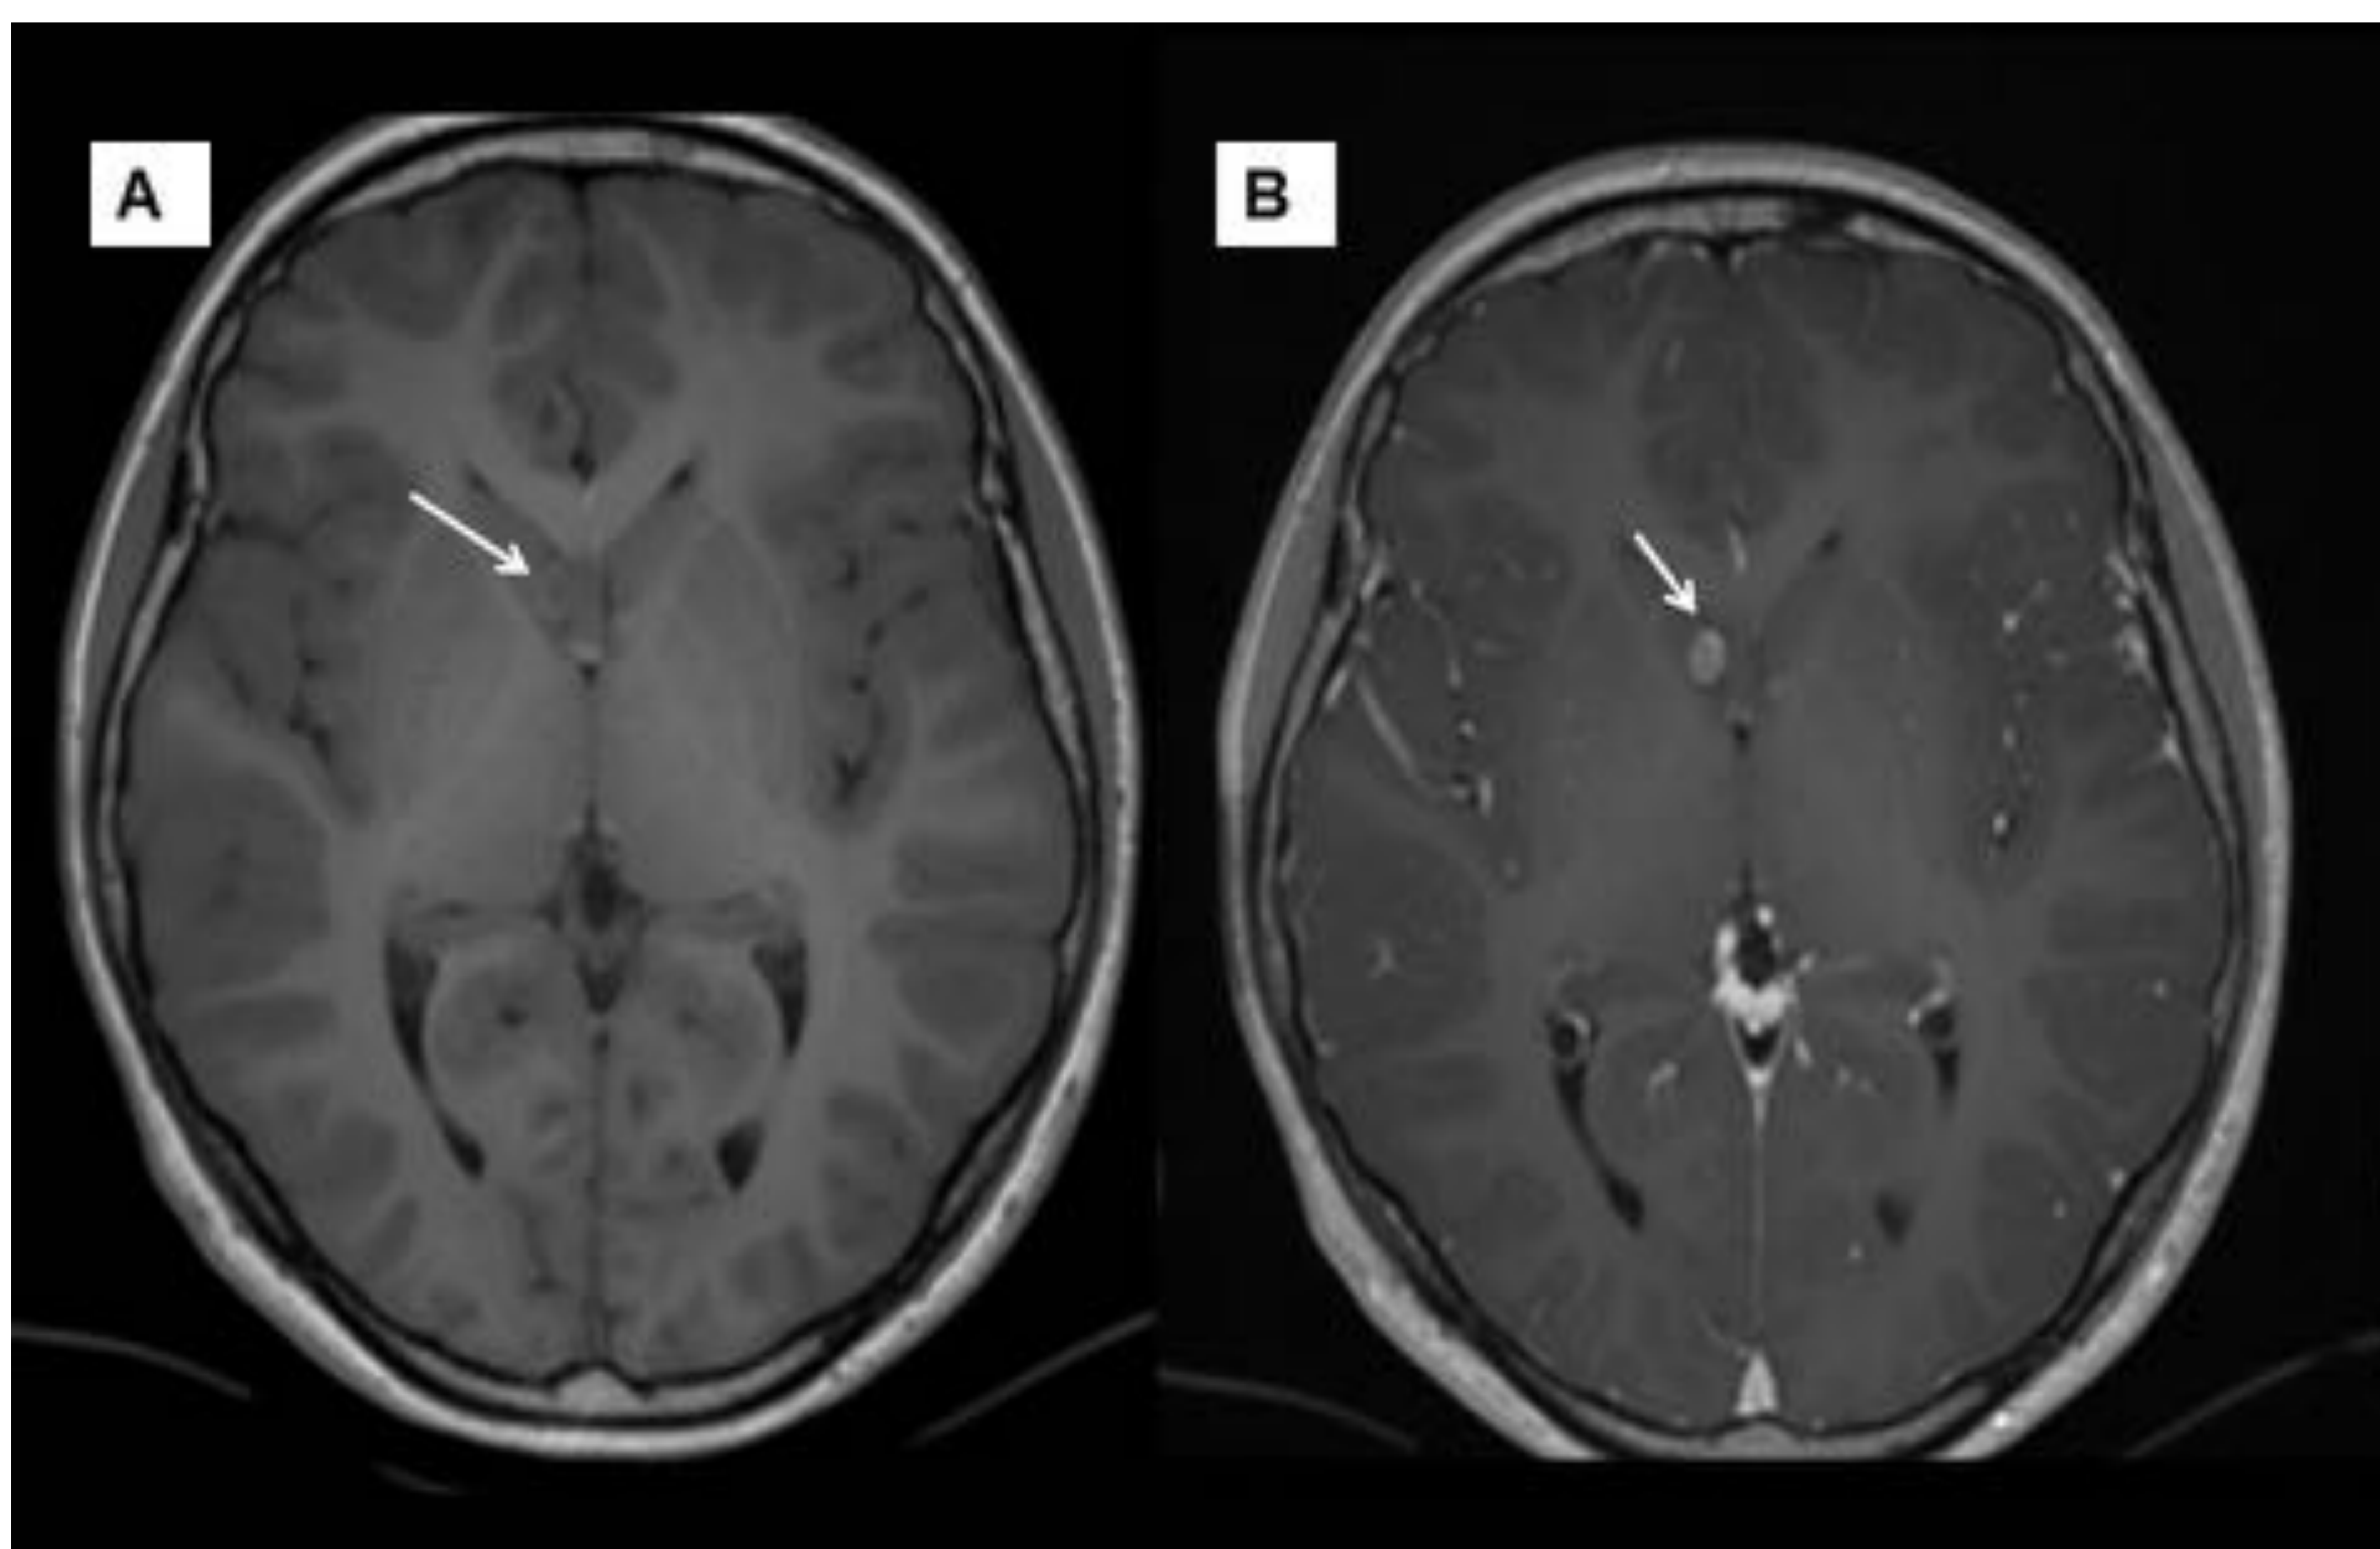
Misma paciente. RM cerebral axial T1 pre- (A) y post- contraste (B) que muestra realce de otro nódulo que mide 8 mm.
